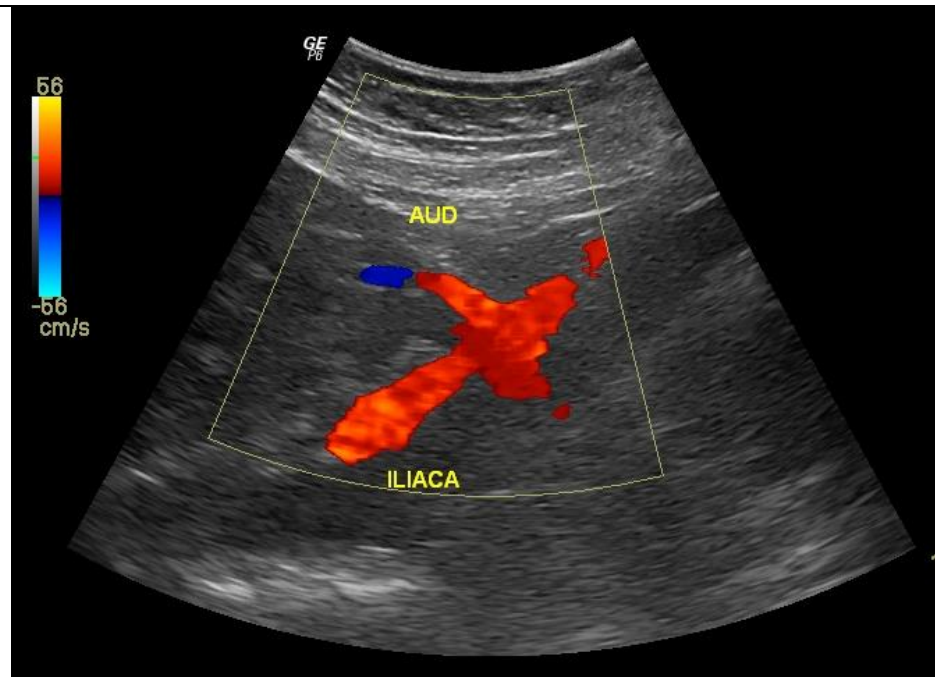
Ultrasonido Doppler Color, se observa bifurcación de la arteria Iliaca Externa con la Arteria Uterina derecha.
